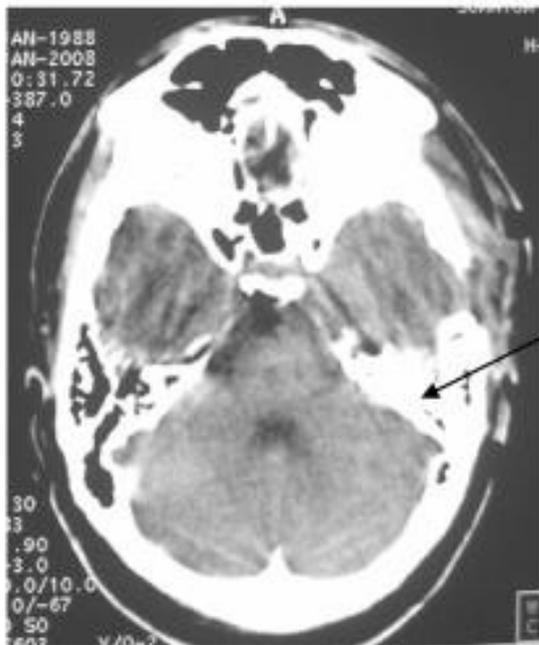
Компьютерная томограмма больного П., 20 лет, на 1-е сутки после операции. Стрелкой показан дефект кости в месте ранения.
